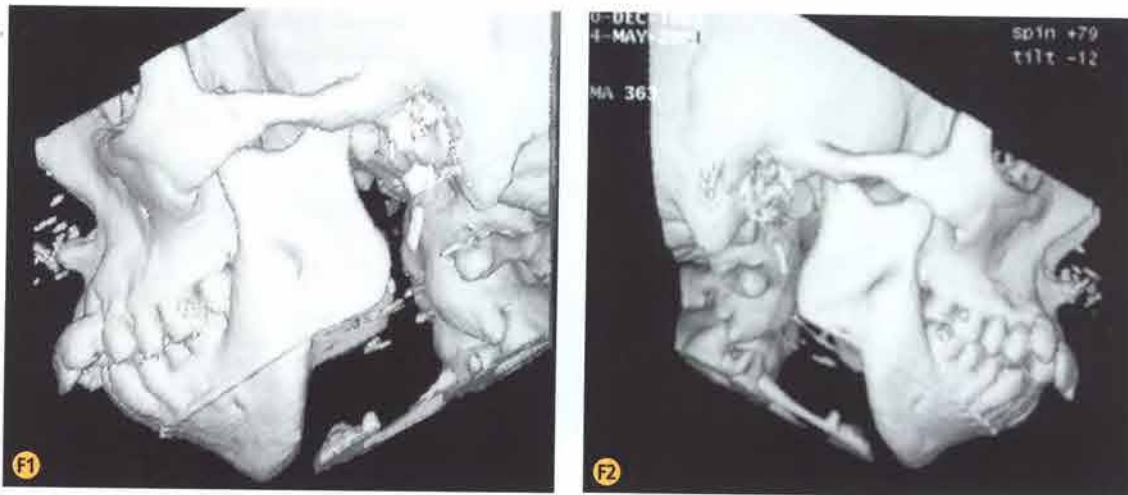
F1-F2. Tomografia computerizzata con ricostruzione tridimensionale: alterazioni della crescita maxillo-mandibolare e della morfologia condilare.
